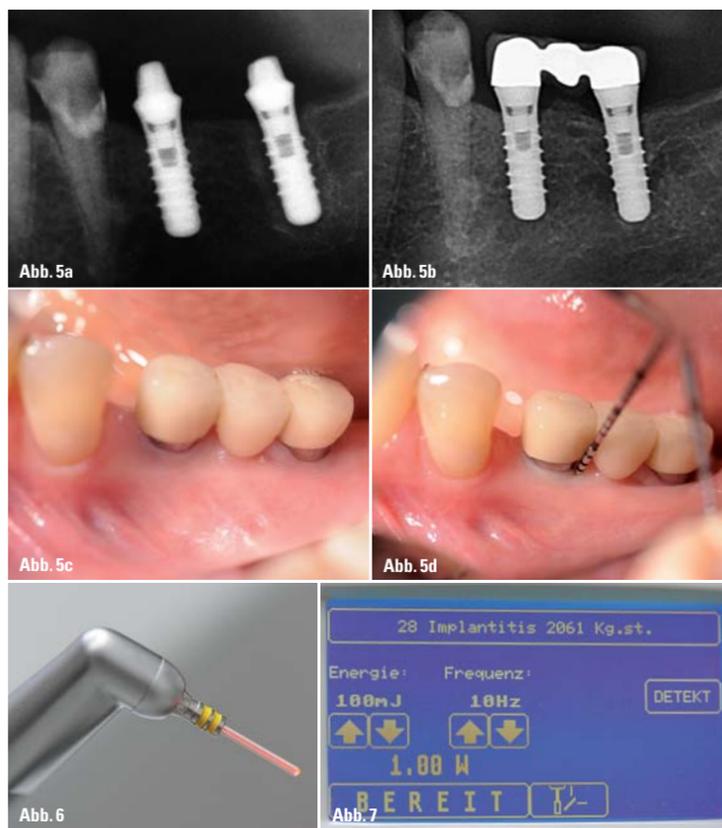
a) Ausschnitt Regio 34–37 aus PSA, Röntgendiagnostik unmittelbar vor Beginn der Periimplantitistherapie (LLHA-Konzept); b) Ausschnitt Regio 34–37 aus PSA, Röntgenkontrollaufnahme 13 Monate nach Periimplantitistherapie (LLHA-Konzept); c) Klinisches Bild einer reizlosen periimplantären Mukosa Regio 34–37 13 Monate nach Therapiebeginn; d) Klinisch ist die periimplantäre Gingiva vergleichend einer gummiartigen Manschette am Implantat anliegend und so straff, dass eine Sondierung nur zur Traumatisierung und womöglich Keimeinschleppung führen würde. – Abb. 6: Speziell für periimplantäre Therapieschritte entwickelte Konfiguration dieses Saphirmeißels mit Abschrägung am Arbeitsende soll das Laserlicht auch in die Unterschnittsbereiche der Gewindegänge leiten. – Abb. 7: Display (Touchscreen) des KaVo KEY Laser 3[®].
